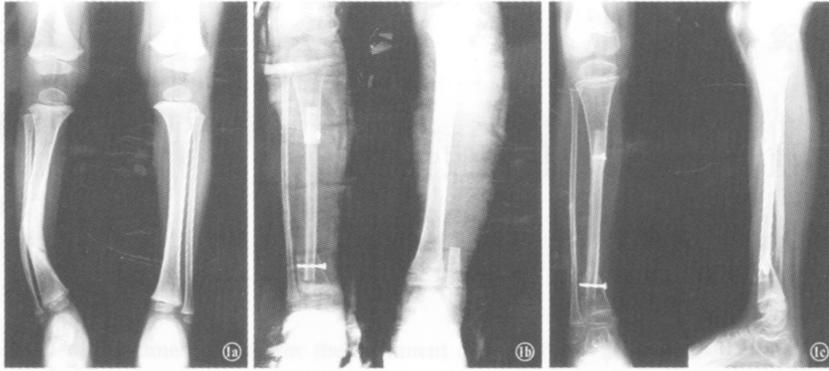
女, 6岁, 右胫骨先天性胫骨假关节 1a. 术前 X线正位片 1b. 瘤段切除、腓骨移植术后 X线正位片 1c. 腓骨移植术后 1年, 腓骨增粗, 恢复正常负重行走, 功能良好
